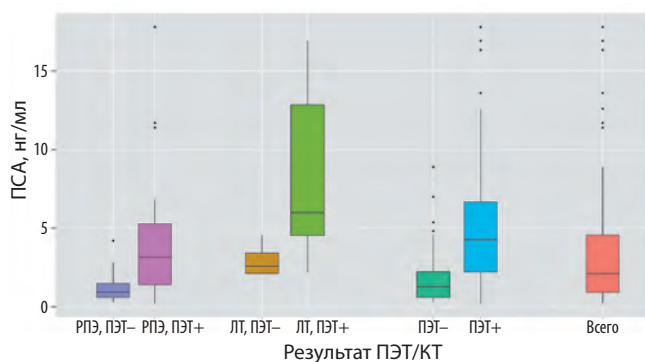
Уровень ПСА в группах больных в зависимости от результатов ПЭТ/КТ
